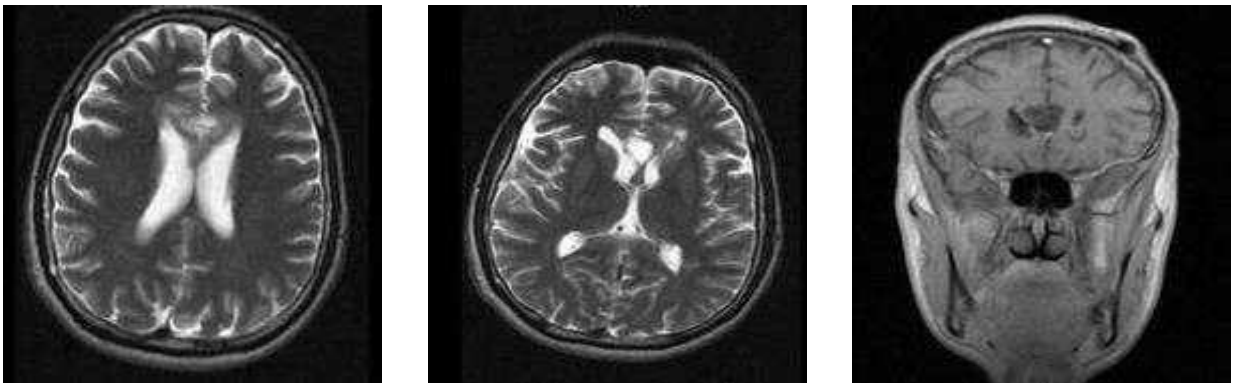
Спостереження №77. МРТ з контрастуванням. Метастази МБ у системі шлуночків ГМ і в ділянці мозолистого тіла. Стадія за Chang -T0M2.
